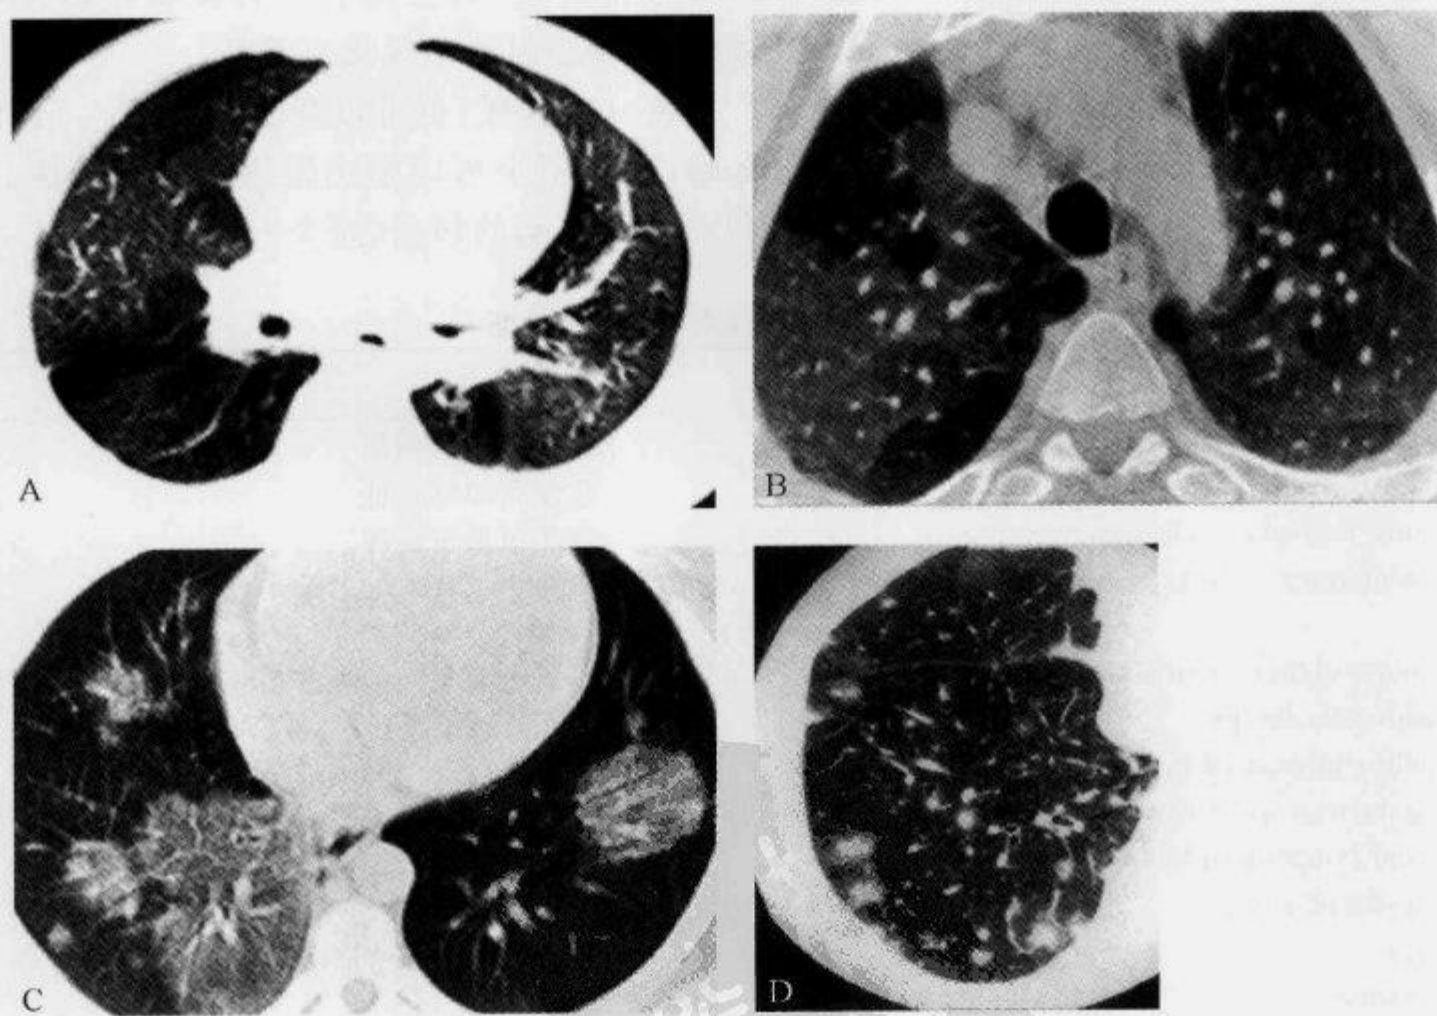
肺部 HRCT 示“磨玻璃样影”
